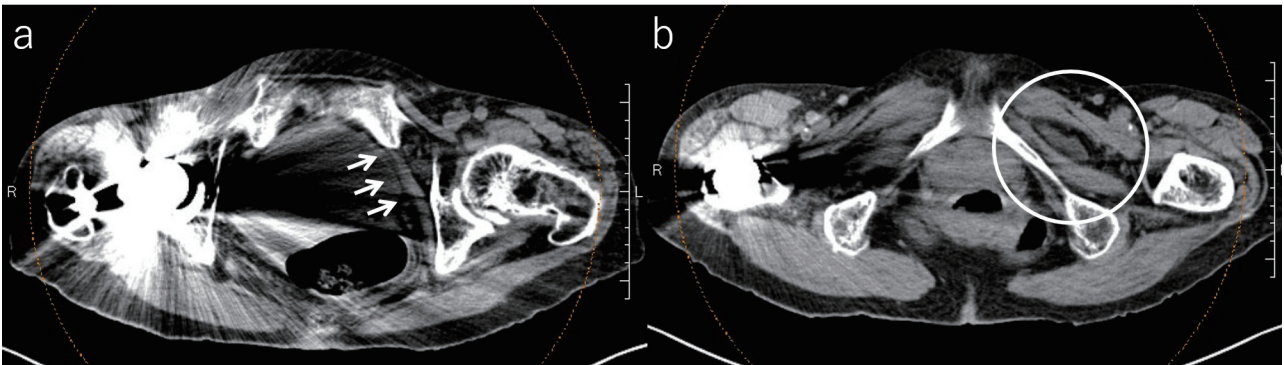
腹部骨盤部単純 CT (ヘルニア整復後)
